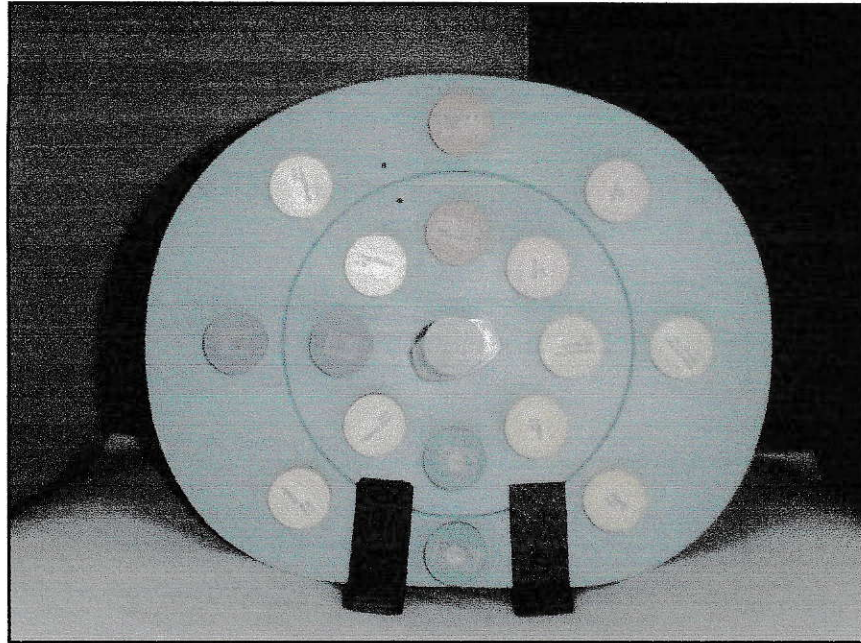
Fantomas para dosimetría en Tomografía Computada (cabeza y cuerpo).
